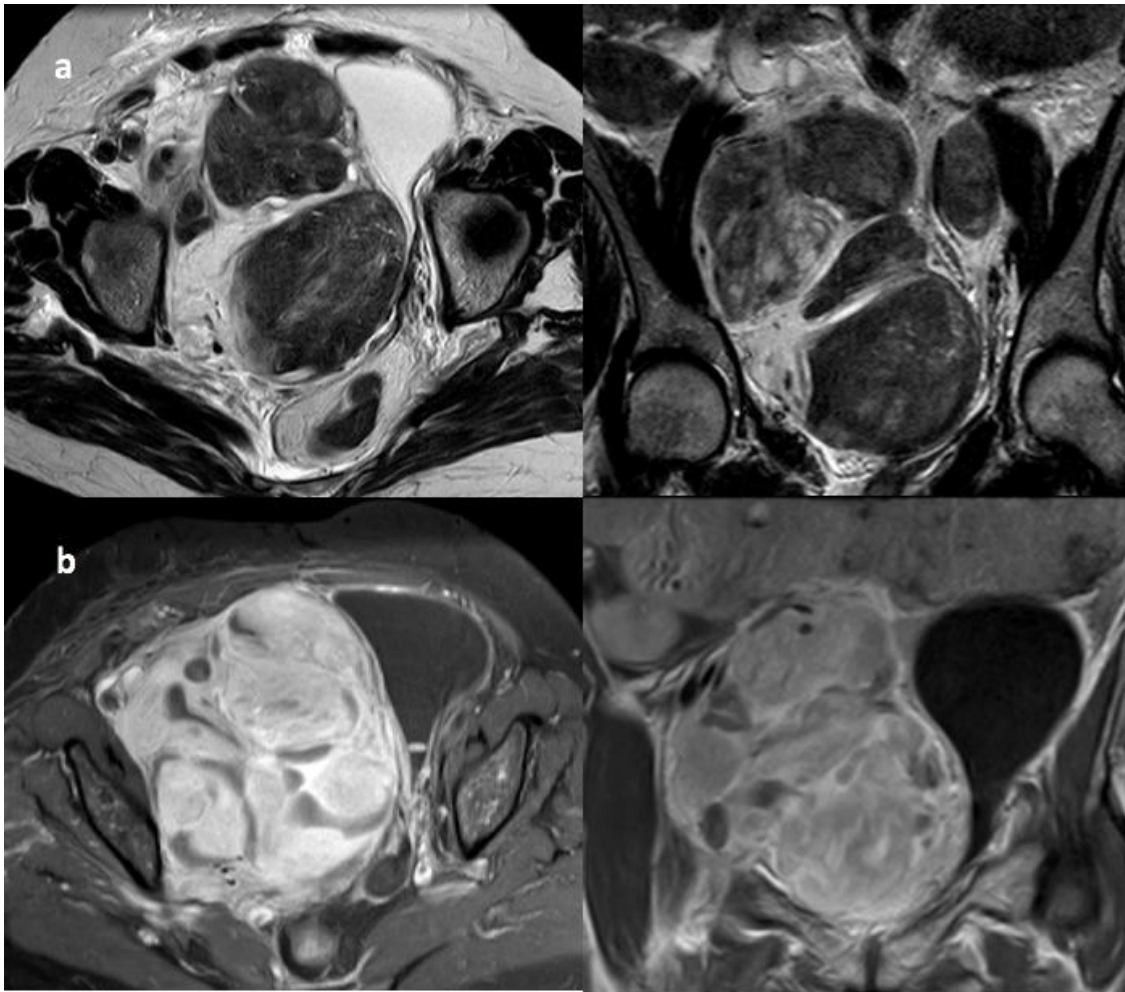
RM pélvica en secuencias potenciadas en T2 (a) y T1 tras la administración de gadolinio intravenoso (b). (Servicio de Radiodiagnóstico. Complejo Asistencial de Zamora).
